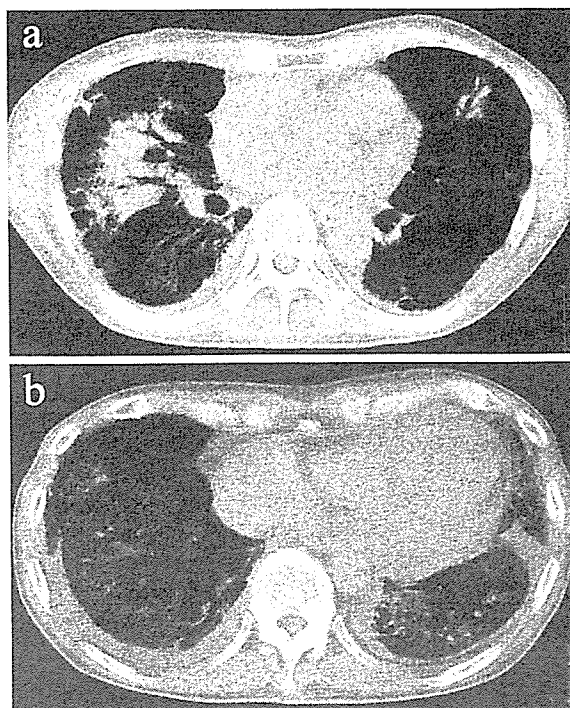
Chest computed tomography scans. a) On admission, showing consolidation in the right middle lobe and in the lingula. b) Ground-glass opacity associated with honeycomb lesions in the bilateral lower lobes. Slight pleural effusion was present.
